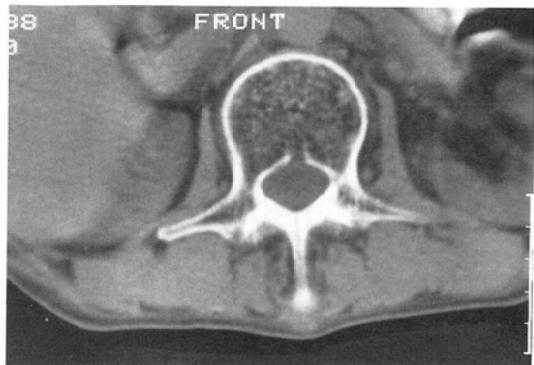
CT image of lumbar spine.
